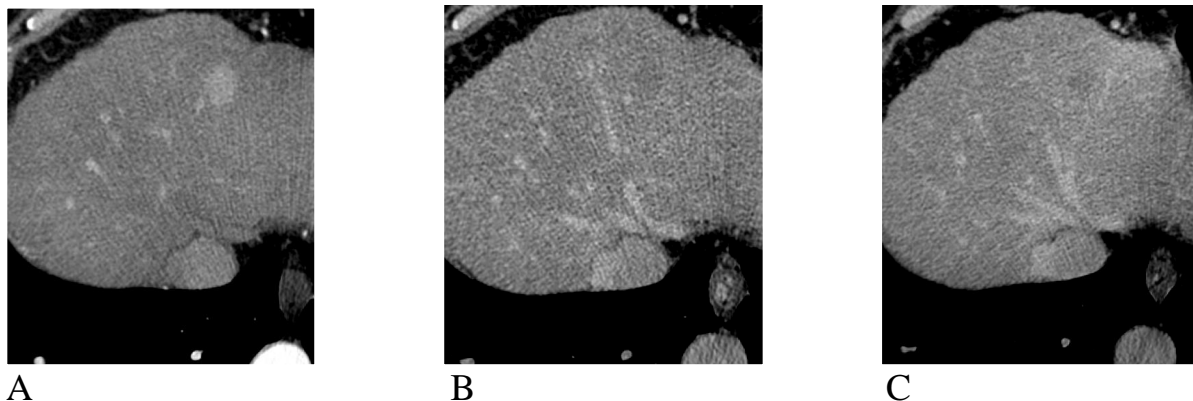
Studio dinamico TC-HCC- Nelle acquisizioni post contrastografiche (arteriosa-A, venosa-B, tardiva-C) è possibile osservare il tipico enhancement dell'HCC, caratterizzato da wash-in in fase arteriosa e marcato wash-out nelle successive fasi di acquisizione.
